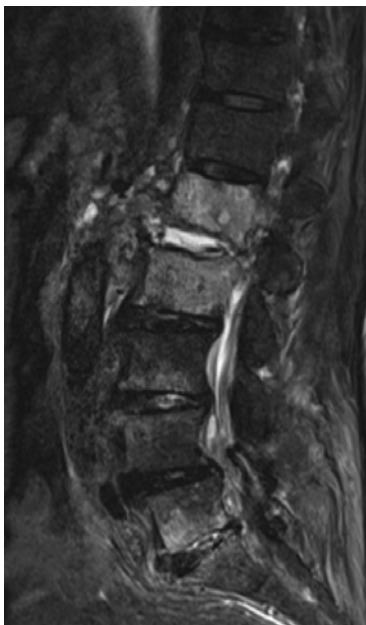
腰椎MRI：L1、L2椎体炎、L1/2椎間板炎、硬膜外膿瘍、椎体前部膿瘍を示唆する所見を認める
